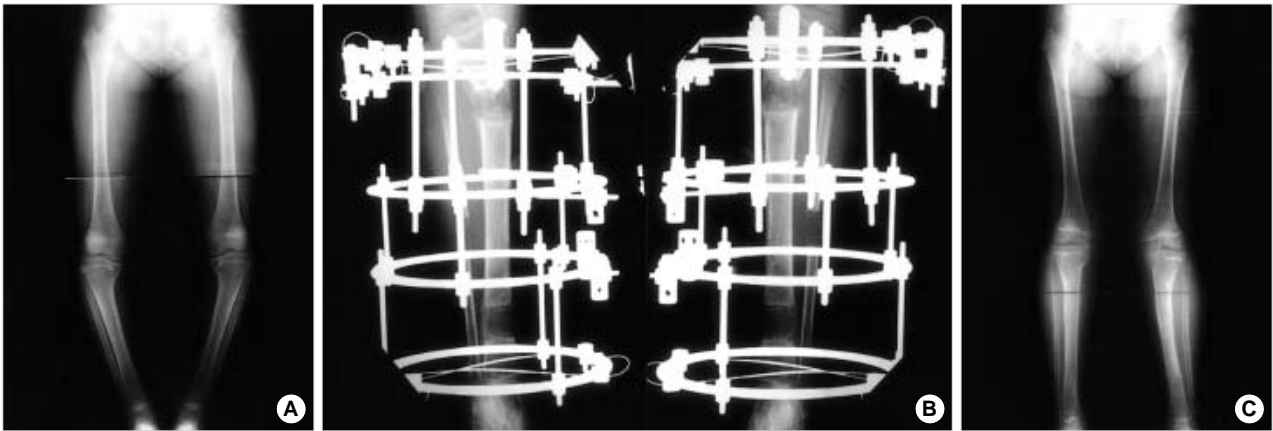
Radiographs of case 2. (A) preoperative anteroposterior radiograph of the lower extremities showing a disproportionate stature and tibia vara, (B) double-level tibial lengthening using the Ilizarov frame. Note the new bone formation in the distraction site, (C) final anteroposterior radiograph showing a lengthened tibiae and a corrected tibia vara.
